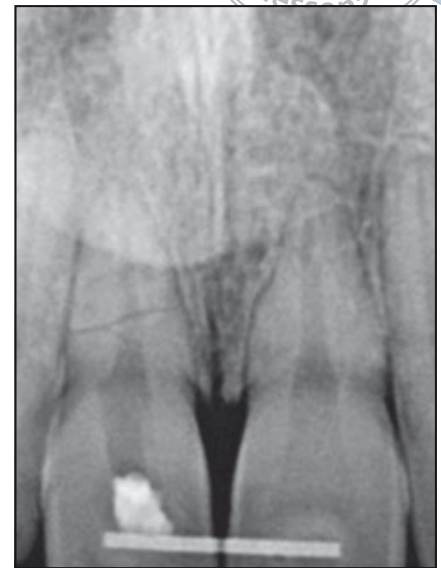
(rechts) Die periapikale Röntgenaufnahme zeigt die horizontale Wurzelfraktur und Koronalverlagerung der klinischen Krone.
